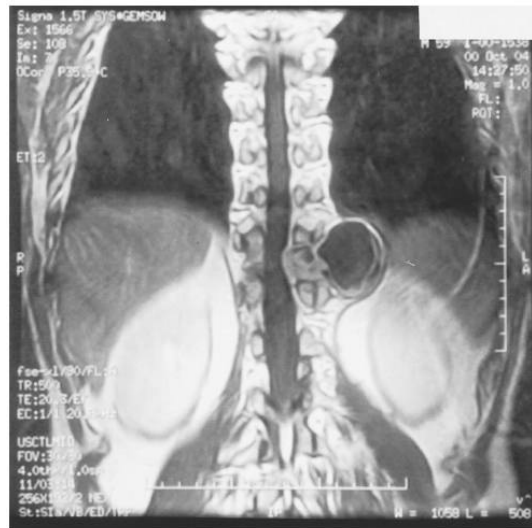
A T1-weighted magnetic resonance image with gadolinium contrast shows a low-intensity mass enhanced around the mass at the left side of T11-T12.
